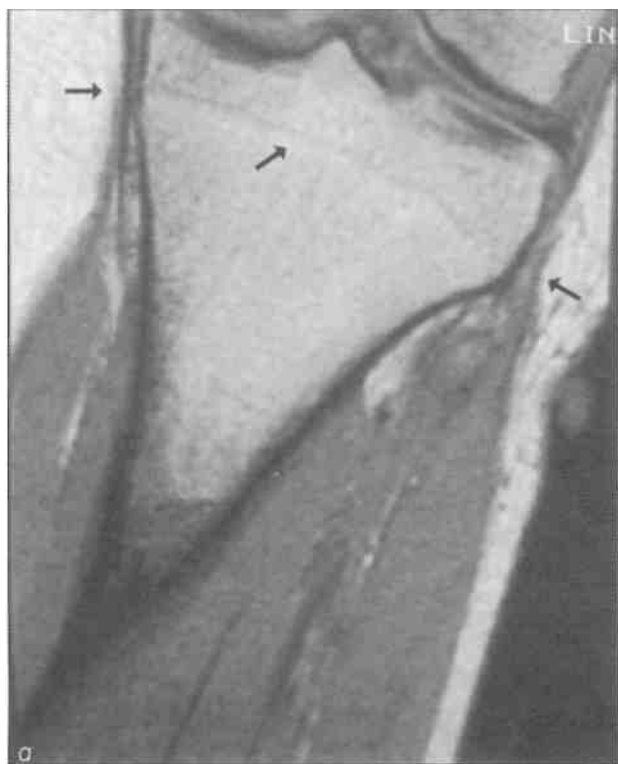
Девушка 19 лет 6 мес, занимающаяся марафонским бегом (аменорея в течение 4,5 лет), которая жалуется на боли в эпифизах обеих большеберцовых костей, а - на МРТ отчетливо видна трещина кости (стрелки); б - при остеоденситометрии выявлен обширный остеопороз поясничного отдела позвоночника, • Минеральная плотность костной ткани. - Прим. ред.
